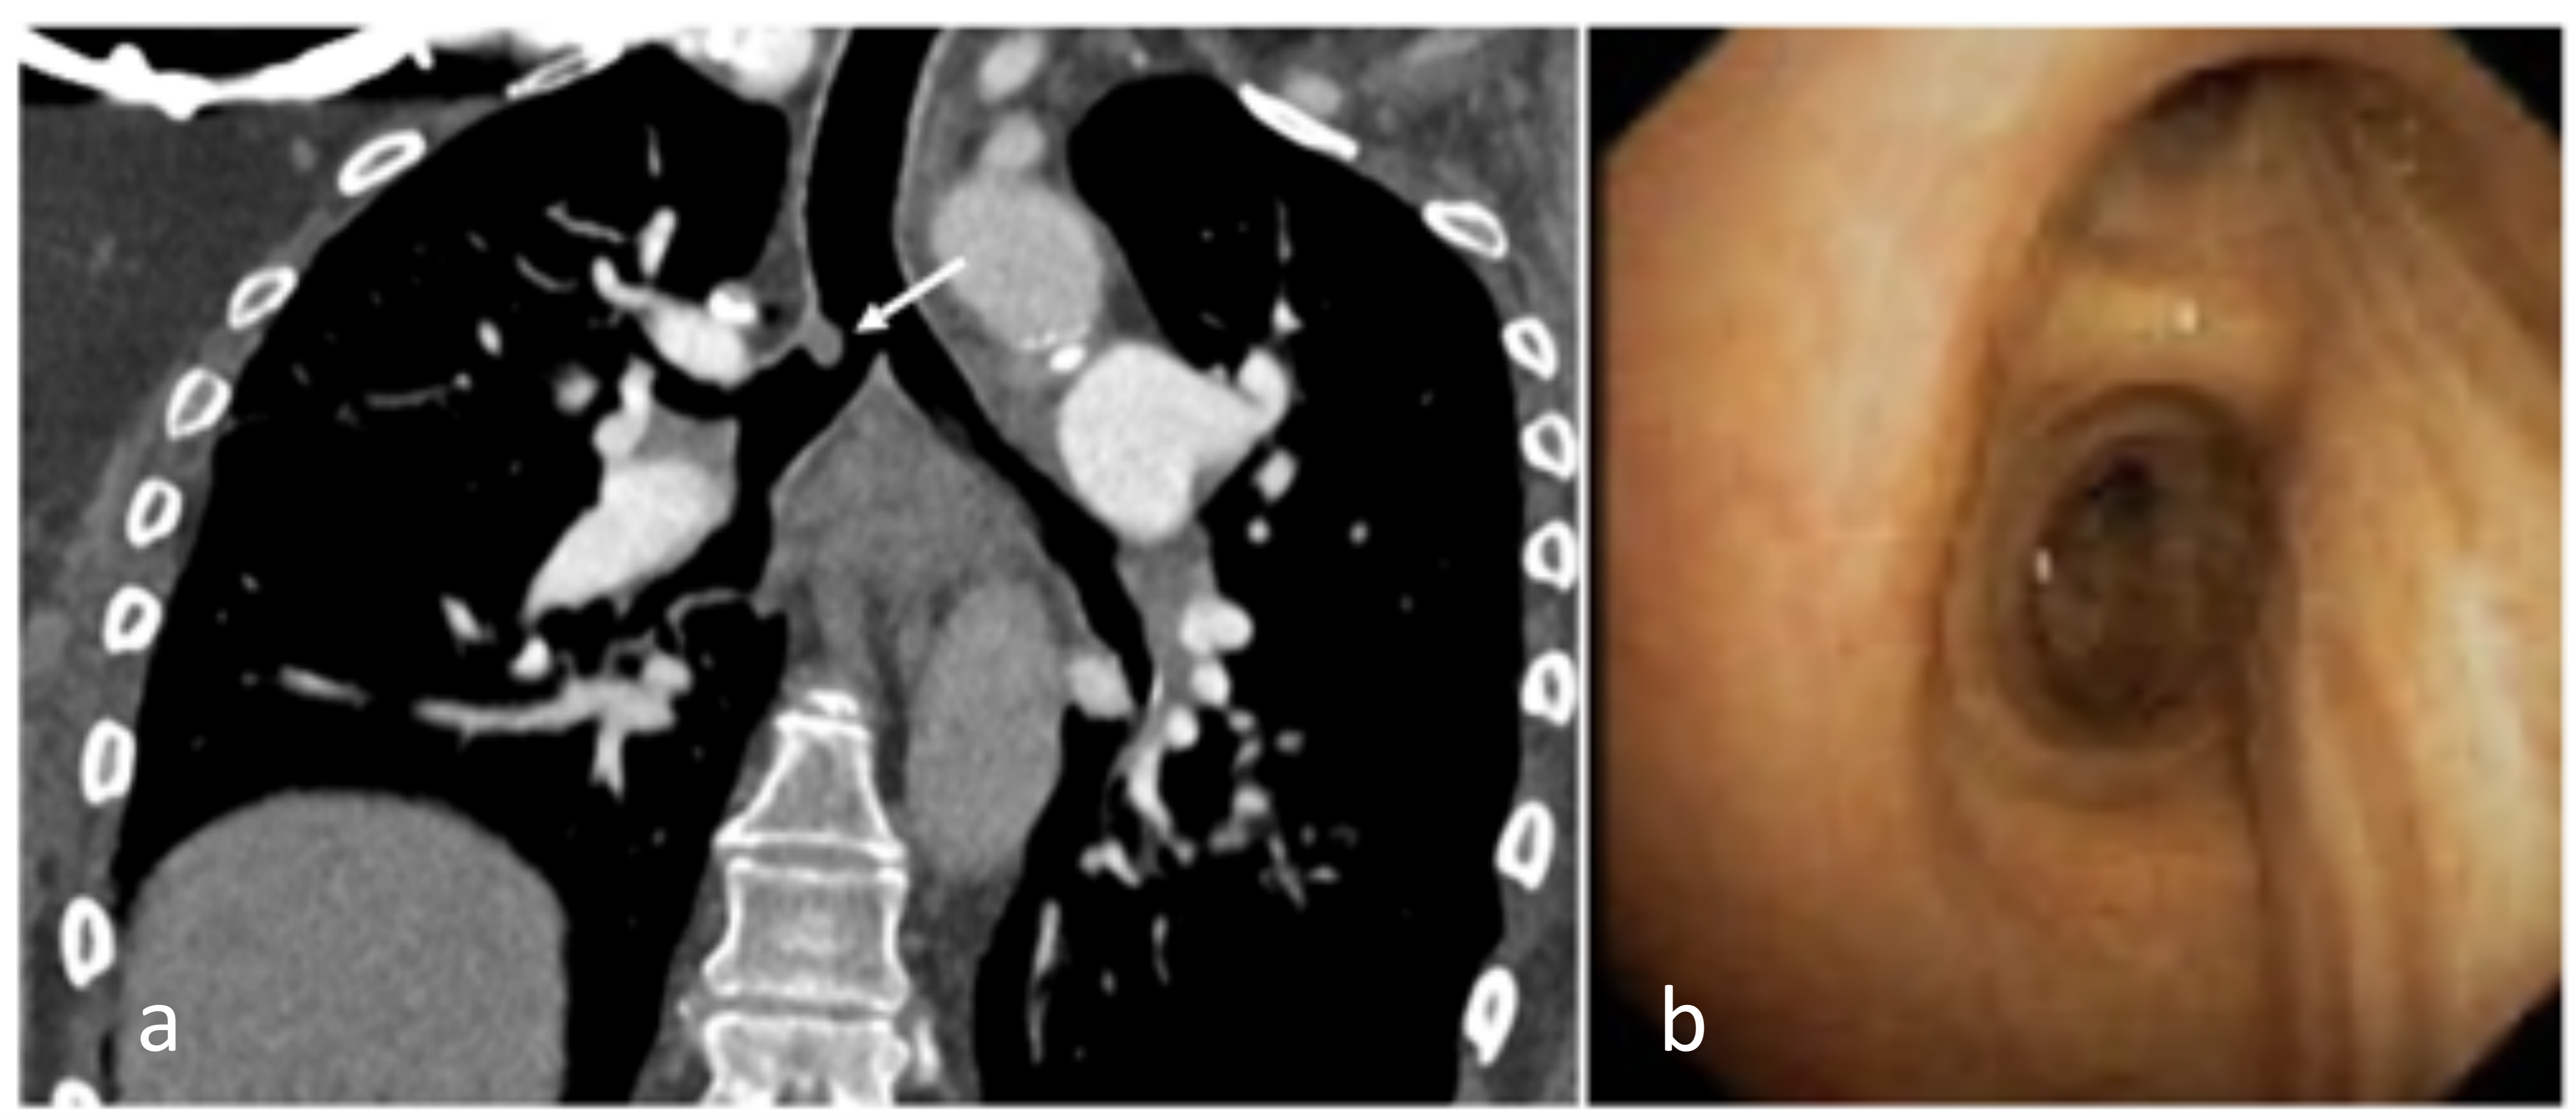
paciente de 85 años, con episodio de disnea y desaturación brusca, realizado TC por sospecha de TEP (no confirmado). Imagen nodular con densidad de partes blandas en pared del bronquio principal derecho, sugestivo de tapón mucoso (a, flecha), con broncoscopia (b) posterior normal.
